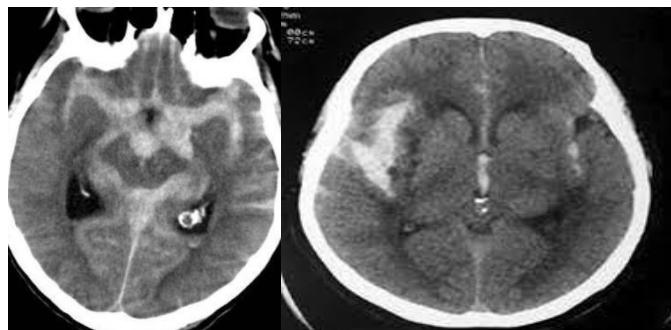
CT snimak: a) ishemski moždani udar, b i c) intracerebralno krvarenje
